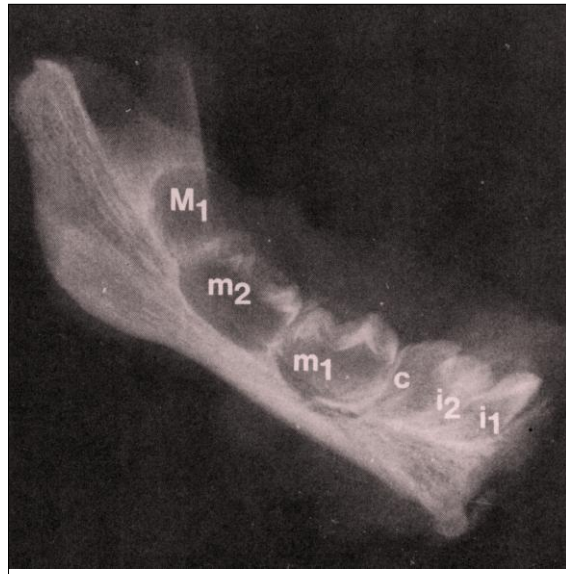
RADIOGRAFIA DE DENTES DECÍDUOS EM PERÍODO DE CALCIFICAÇÃO DENTÁRIA
